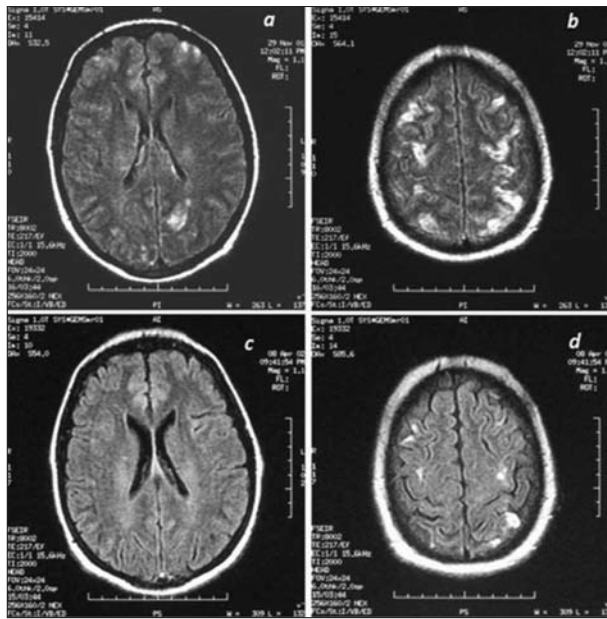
The first MRI revealed extensive lesions in the watershed areas and posterior circulation regions (A, B). The control MRI showed substantial shrinkage of the lesions due to reduction of the edema (C, D). The remaining lesions were considered to be permanent ischemic changes
